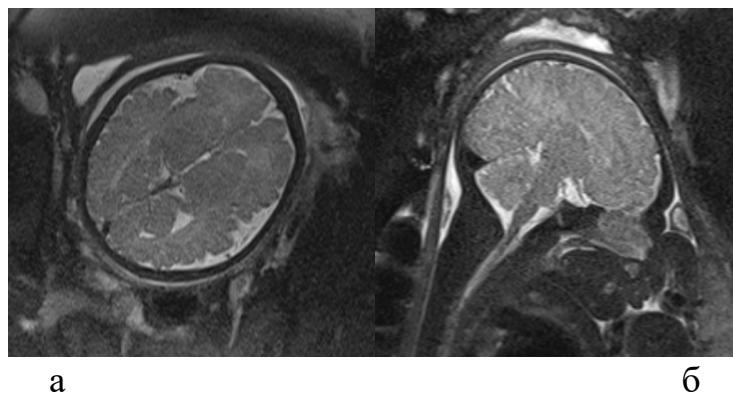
Пациентка М., 38 лет (И/б 379/АК2022), срок гестации 38 недель. МР-томограммы головки плода в аксиальной (а) и сагиттальной плоскостях (б)
